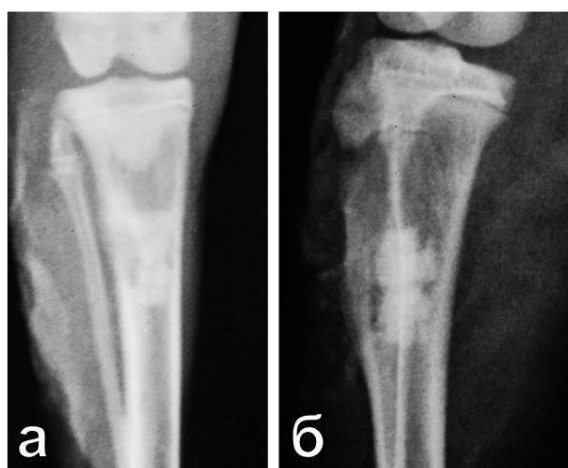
Контрольные рентгенограммы на 21-е сутки после санирующей операции в группах сравнения (1-е сутки после удаления спейсера, замещение дефекта ТКФ-ГА): а – группа 2В; б – группа 2Ф
